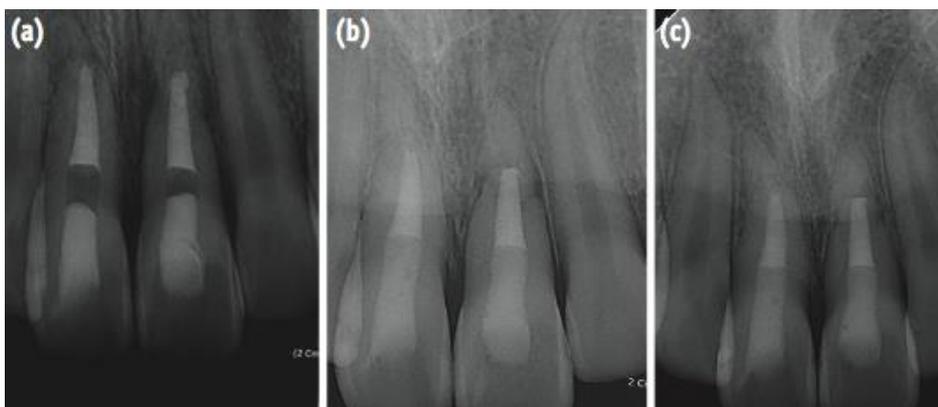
Radiographies d'un cas clinique montrant le succès de l'utilisation du MTA dans la réalisation du traitement endodontique des 11 et 21 présentant chacune une fracture radiculaire transversale ; par Choi et coll. (2014) (34) :
